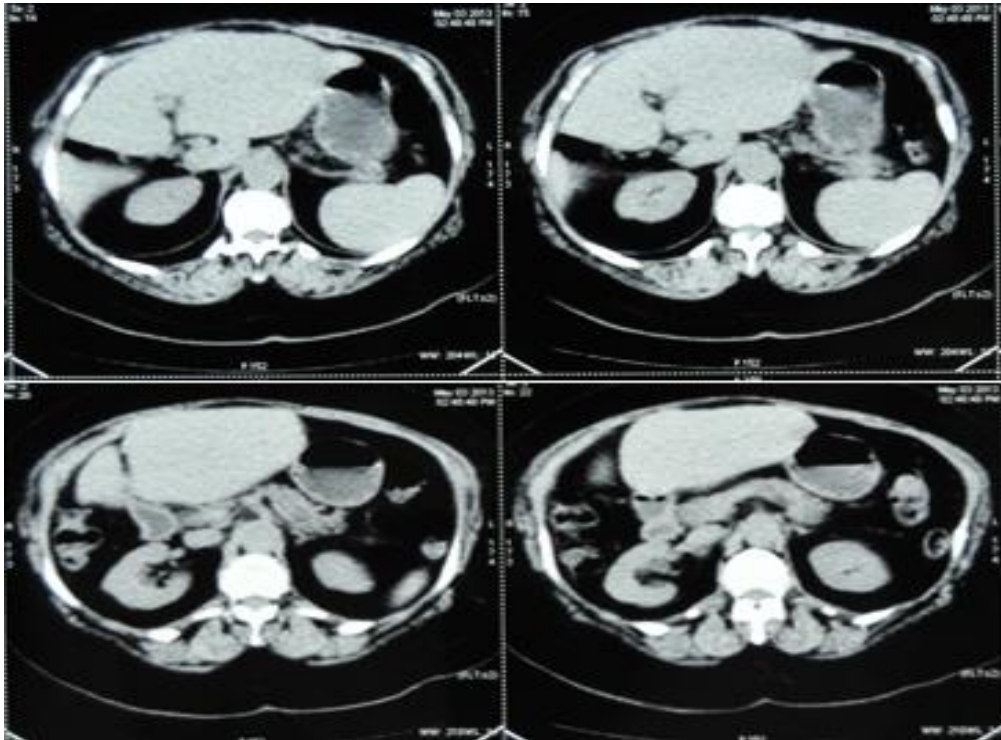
IRM abdominal coupe transversale, cas n°1.
